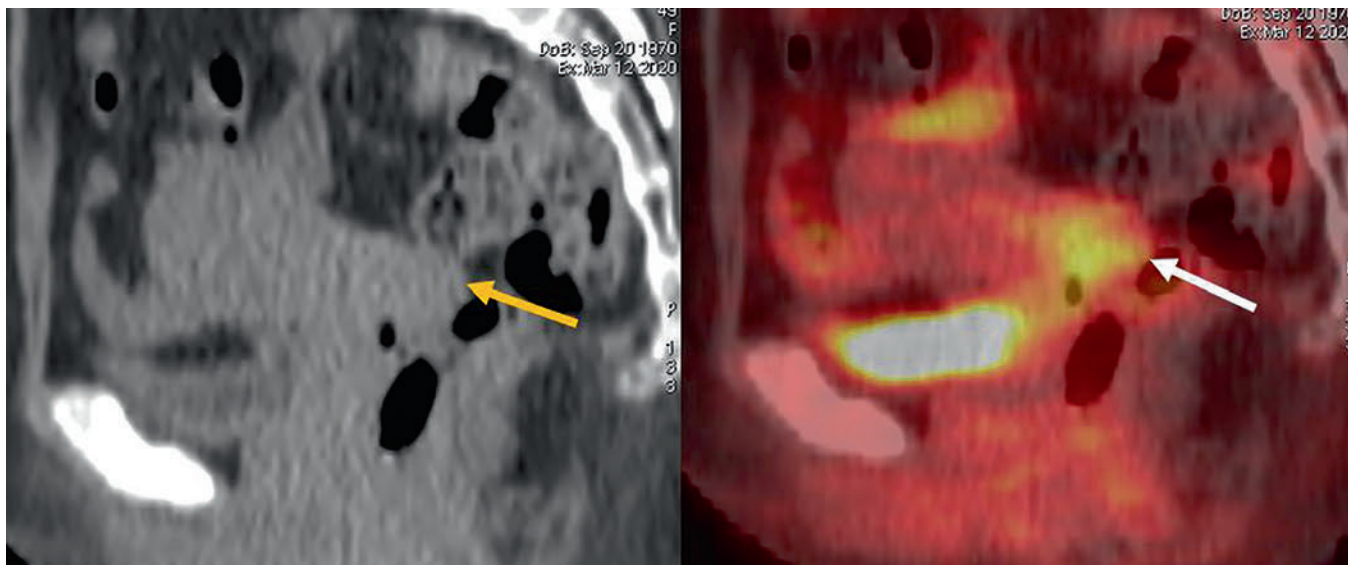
ПЭТ-КТ после индукционного курса «7+3». Визуализируется метаболически активное образование шейки матки (стрелки) размером 28 × 24 мм с SUVlbm max 3,2. Редукция размеров по сравнению с ПЭТ-КТ в дебюте заболевания на 80,3 %
